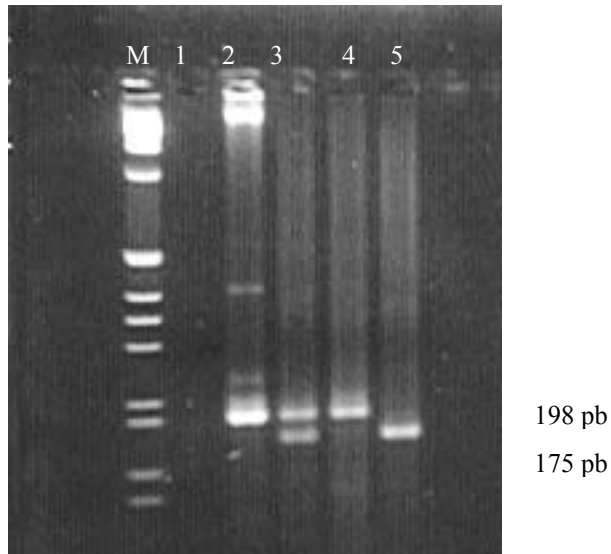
Análise do polimorfismo C677T da MTHFR em gel de agarose 3%. M: marcador 1kb, 1: controle negativo, 2: produto da PCR (198 pb), 3: heterozigoto CT (fragmentos de 198 e 175 pb), 4: homozigoto CC (fragmentos de 198 pb), 5: homozigoto TT (fragmentos de 175 pb). O fragmento de 23 pb não é visualizado no gel.
